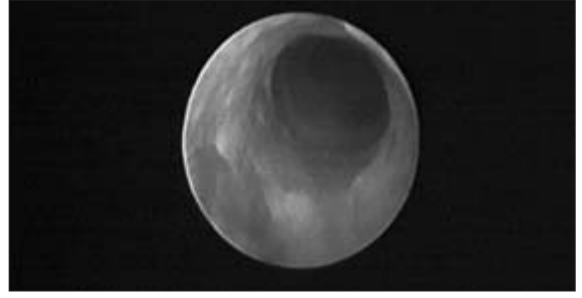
Entübasyon öyküsü ve inspiratuar stridoru bulunan 16 aylık kız olgu. Üç boyutlu BT görüntüde subglottik kesimde trakeada daralma ve düzensizlik izlenmektedir. Aynı görüntüde karina hemen öncesinde ayrışım gösteren sağ trakeal üst lob bronşu gözlenmektedir.
